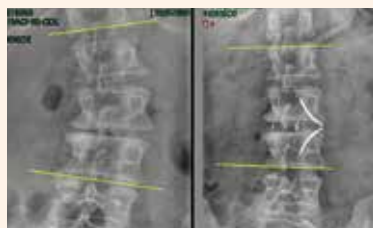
Radiographies pré et postérieures d'une arthrodèse L2L3 instrumentée par cage intervertébrale par abord latéral pour discopathie asymétrique
